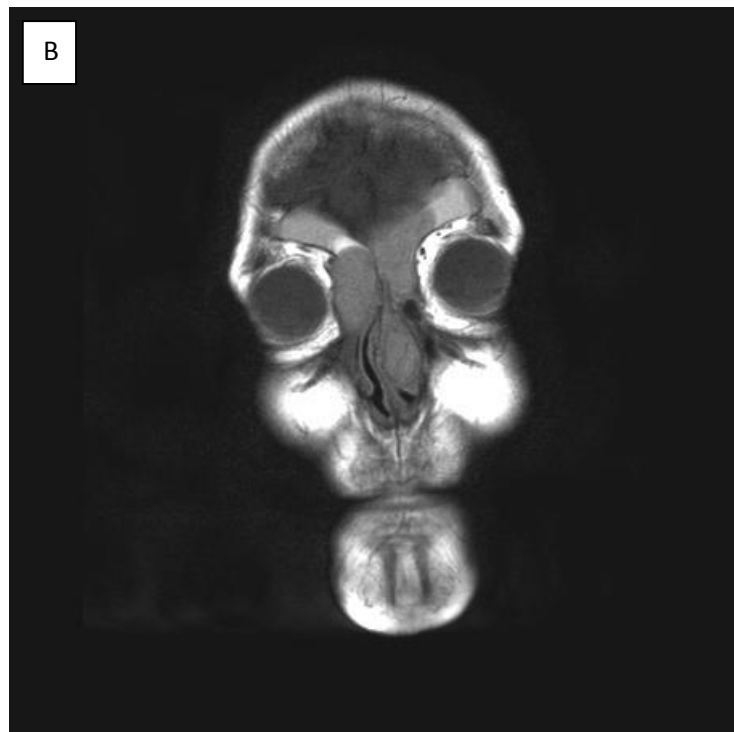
Tomografía computarizada (visión frontal) de masas renales bilaterales y suprarrenales. 1B. Cortes frontales de la resonancia magnética (t1) de la masa etmoidal en un paciente con carcinoma renal.
